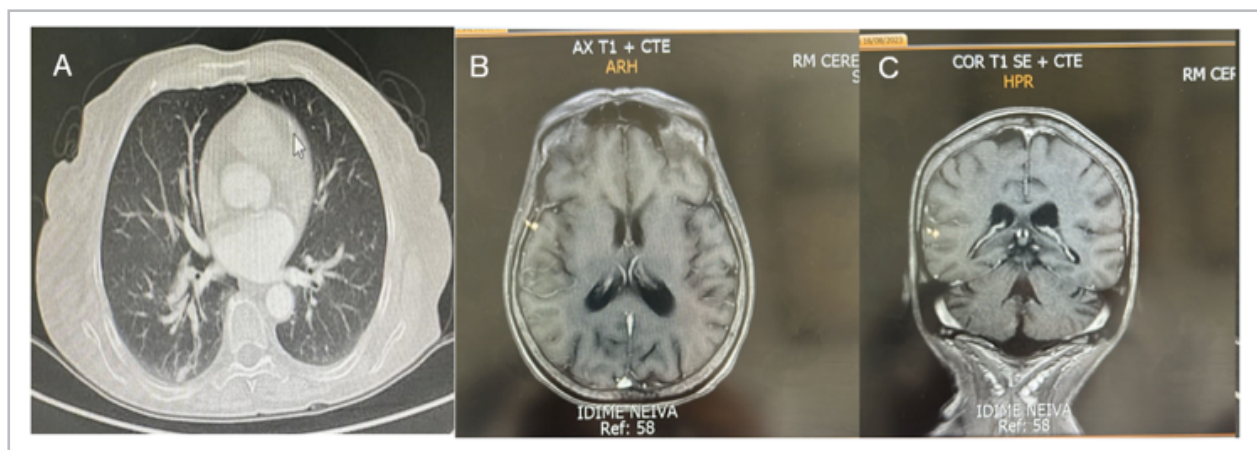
A: tomografía de tórax de alta resolución en ventana para pulmón sin masa pulmonar. B y C: resonancia cerebral, cortes coronales sin evidencia de imagen tumoral.
